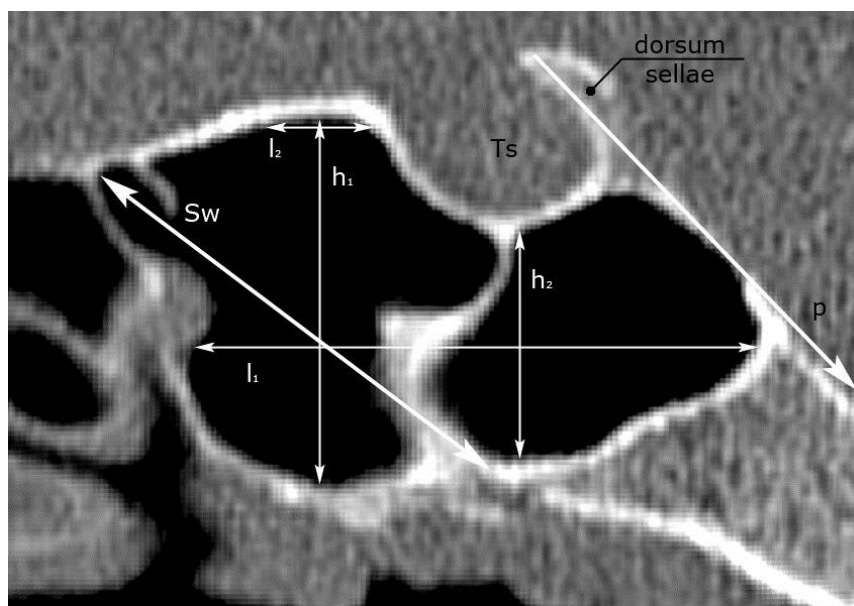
КТ. Морфометрия пазухи клиновидной кости.
